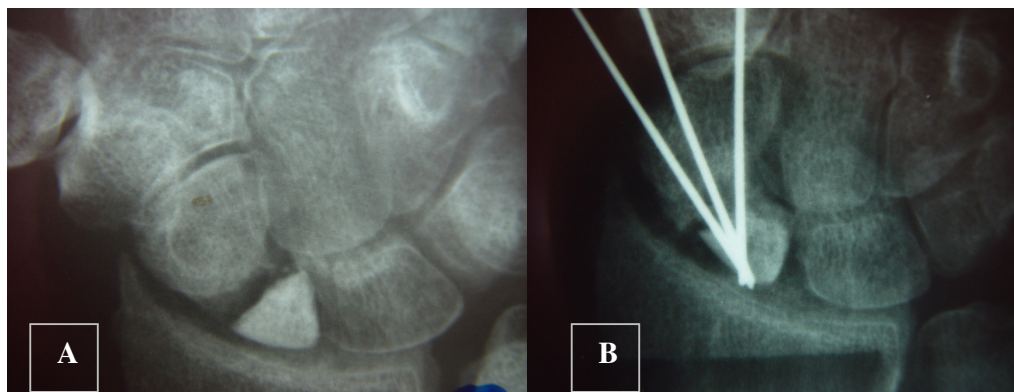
A) PSEUDOARTROSE COM AUMENTO DE DENSIDADE NO POLO PROXIMAL. B) RADIOGRAFIA COM 8 SEMANAS ANTES DA RETIRADA DOS FIOS
